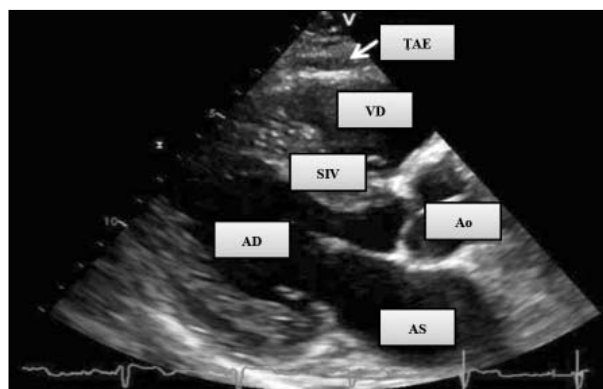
Imaginea ecocardiografică transtoracică a \uparrow AE este indicată de o săgeată albă (Ao – aorta; \uparrow AE – țesut adipos epicardial; SIV – sept interventricular; AS – atriu stâng; VS – ventricul stâng; VD – ventricul drept)
